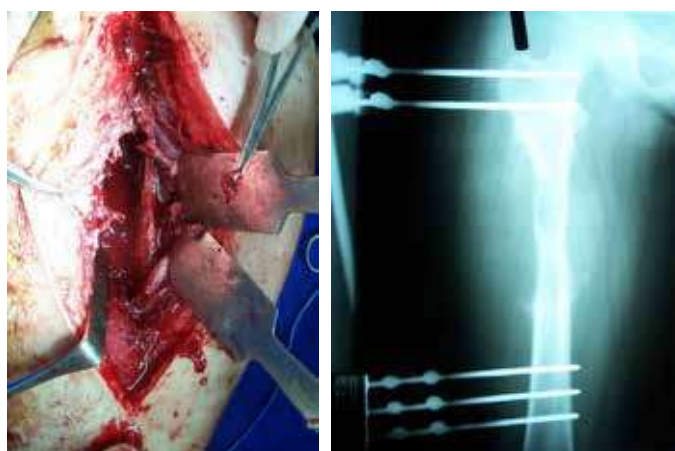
Aspecto clínico intra-operatório (A), radiografia em anteroposterior (B) da coxa direita, evidenciando fixador externo linear uniplanar lateral na coxa.
